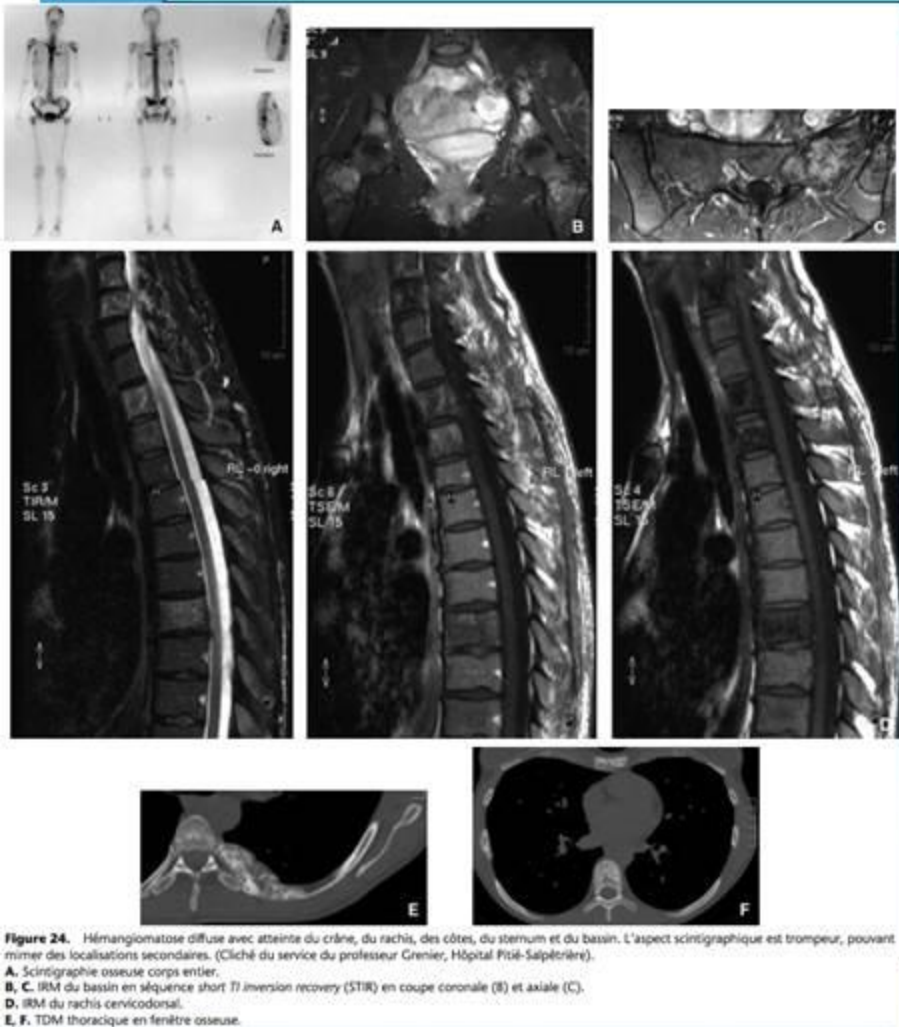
Hémangiomatose diffuse avec atteinte du crâne, du rachis, des côtes, du sternum et du bassin. L'aspect scintigraphique est trompeur, pouvant mimer des localisations secondaires. (Cliché du service du professeur Grenier, Hôpital Pitié-Salpêtrière).
